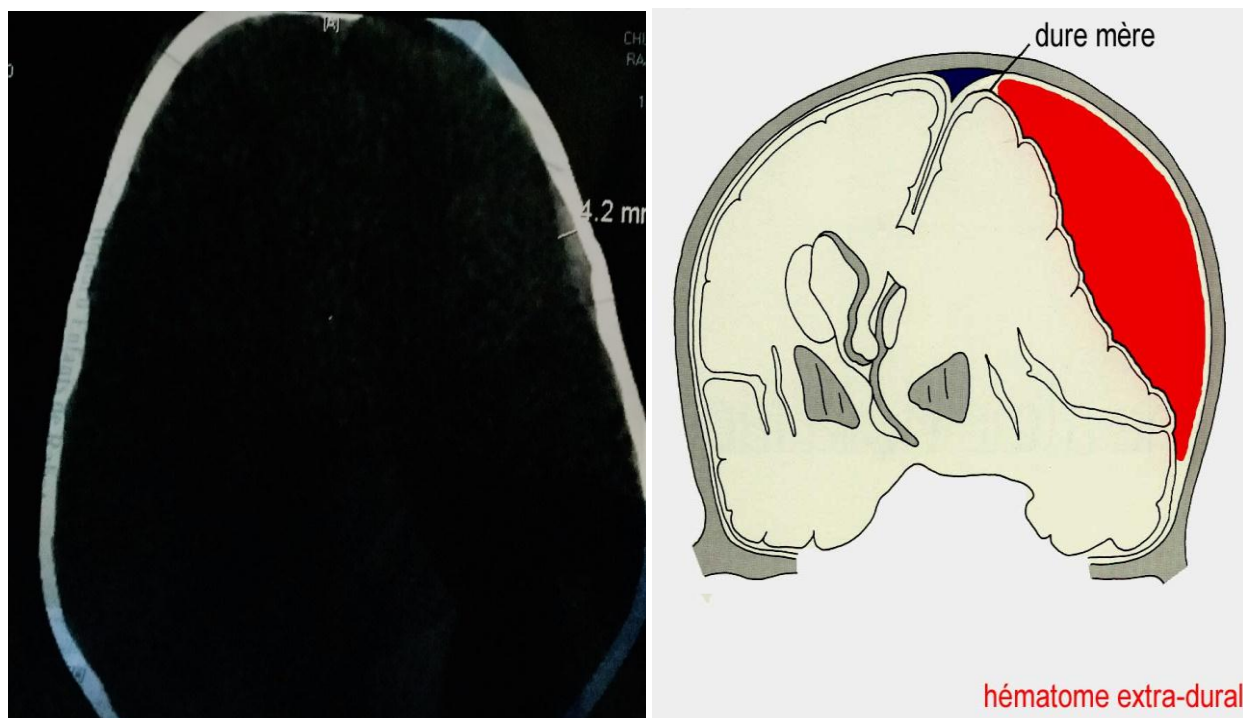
TDM cérébrale montrant une lame d'HED frontal gauche de 4mm (dossier 63) [87]
